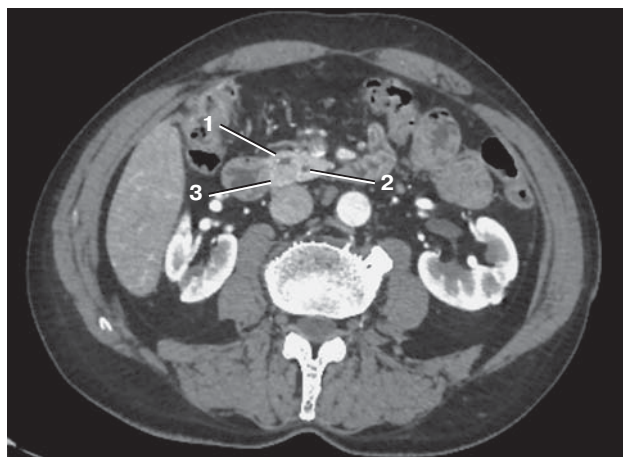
Компьютерная томограмма. Интрапаренхиматозная НЭО G2 головки ПЖ. ОЖП прилежит к опухоли, ППЖ расположен в 3 мм от опухоли. 1 – ОЖП, 2 – проток ПЖ, 3 – опухоль.
